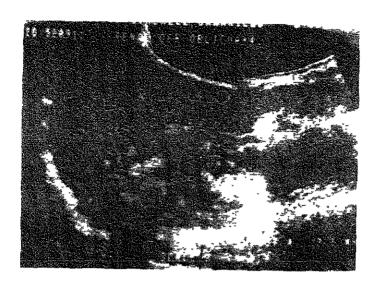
Caso 7. - Ultrasonografía renal en la cuál se demues tran múltiples tumoraciones en riñón derecho
